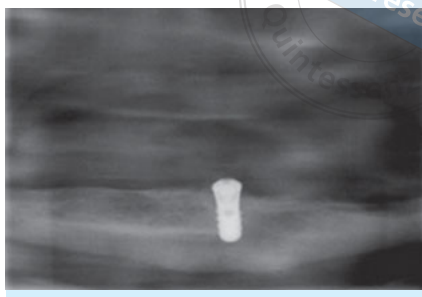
Postoperative Röntgenkontrolle des Einzelzahnimplantates im Unterkiefer.
